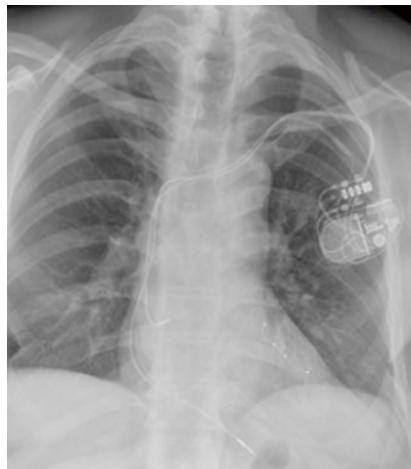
CRT-P (Thoraxröntgenbild).
